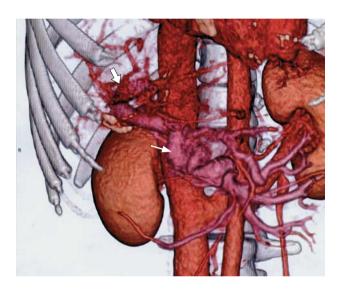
Компьютерная ангиотомограмма, 3D-реконструкция. Кавернозная трансформация воротной и селезеночной вен. Ствол воротной вены не контрастируется, в его проекции — сеть коллатеральных венозных сосудов — портальная кавернома (толстая стрелка). Ствол селезеночной вены отсутствует. Ствол верхней брыжеечной вены (тонкая стрелка) расширен и извит.
